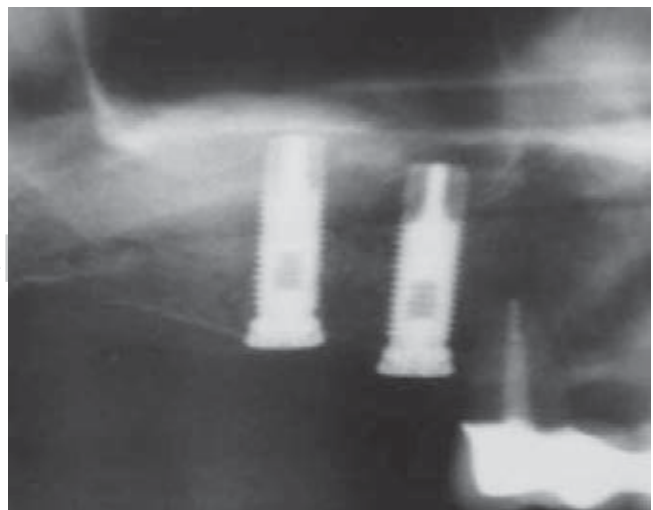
Radiografía seis meses después del tratamiento.
